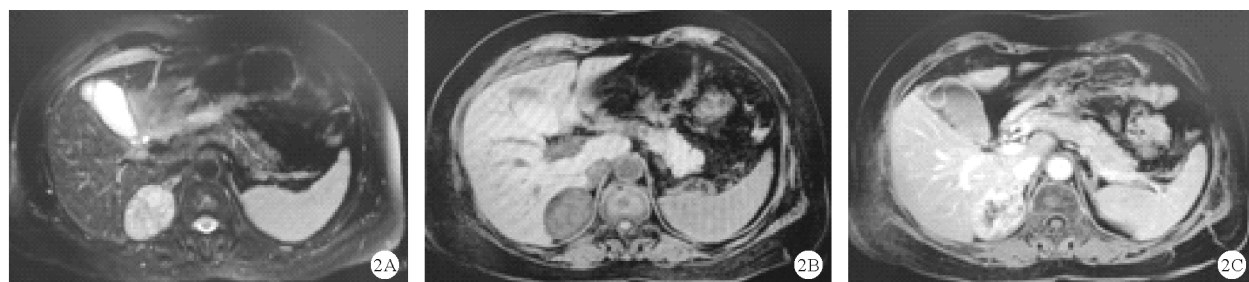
病例2的MRI检查结果(A: MRI平扫示病灶边缘光滑,可表现为稍长T1、稍长T2异常信号,皮质期不均匀强化,DWI稍高信号;B:髓质期进一步强化;C:延迟期强化后减低;横断面)
